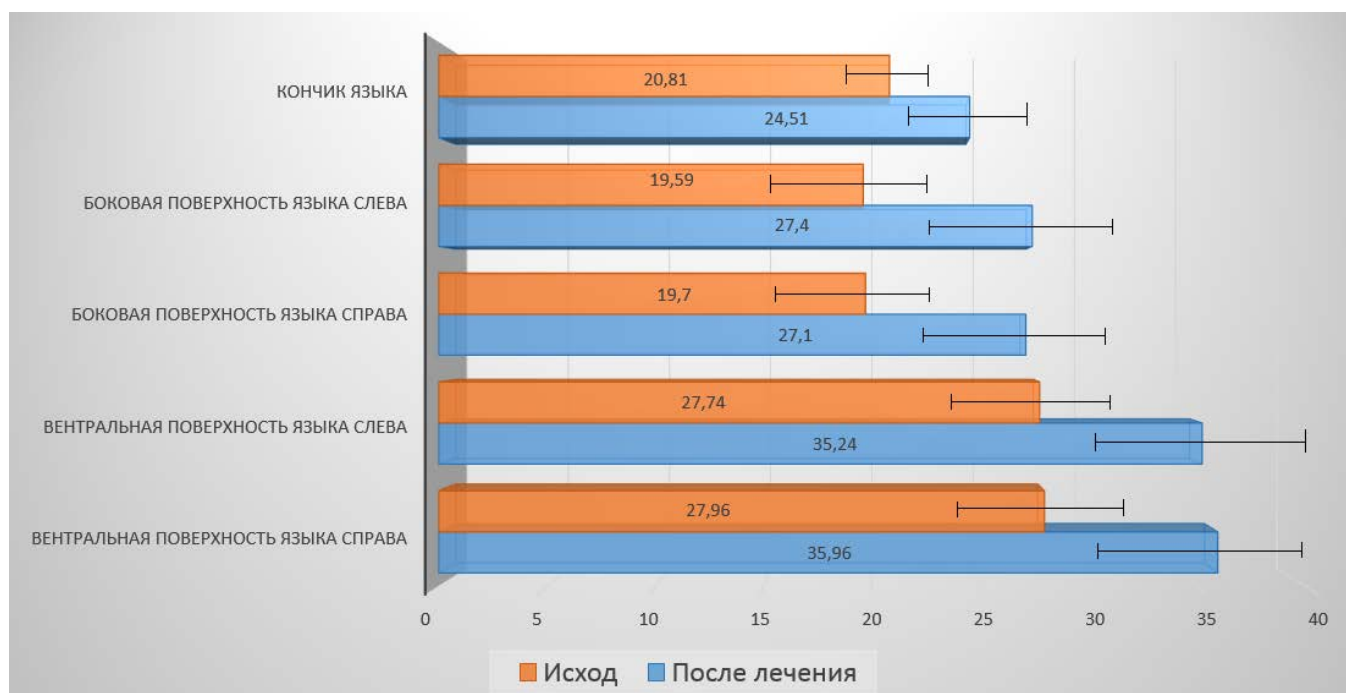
Влияние ортопедического лечения на динамику значений показателя перфузии (М, пф. ед.) слизистой оболочки языка у пациентов с синдромом жжения языка, сочетанным с дисфункцией ВНЧС
